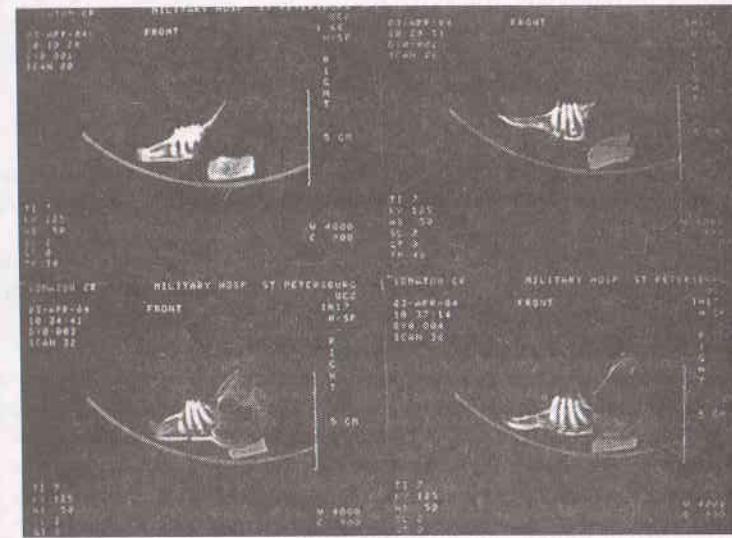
Фотография компьютерных томограмм нижней челюсти животных второй серии через месяц после установки имплантата
